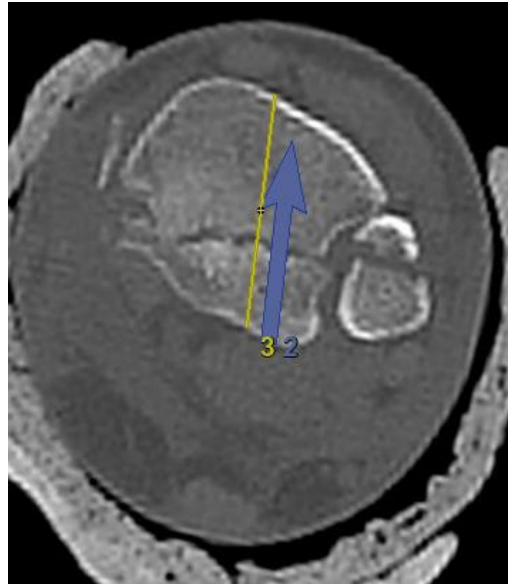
СКТ левого голеностопного сустава. Аксиальный срез на уровне переломов латеральной лодыжки и заднего края дистального метафиза ББК с предоперационной разметкой.
